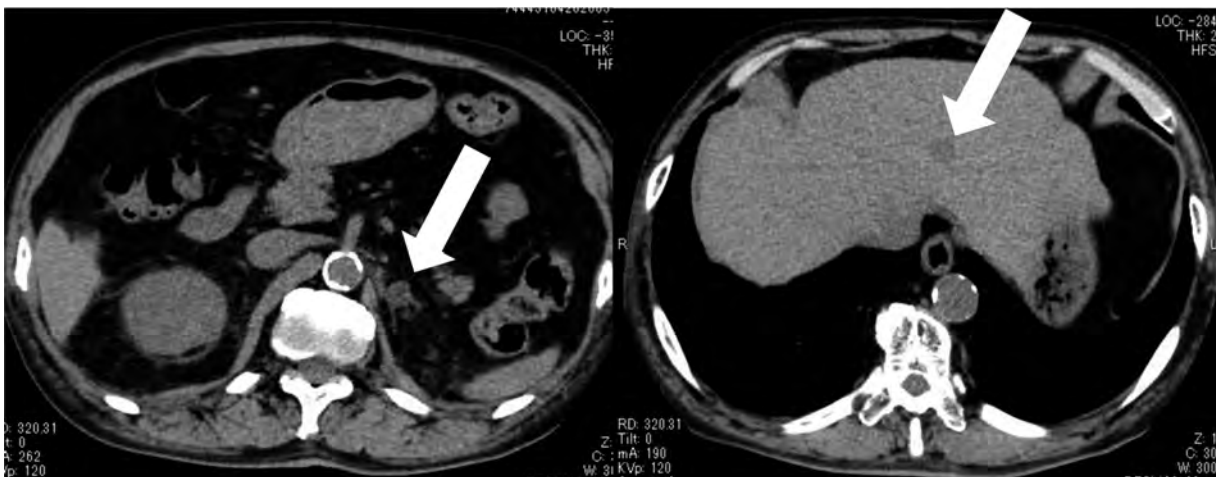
CT image showed findings suggesting primary liver cancer or liver metastasis along with retroperitoneal metastasis.
